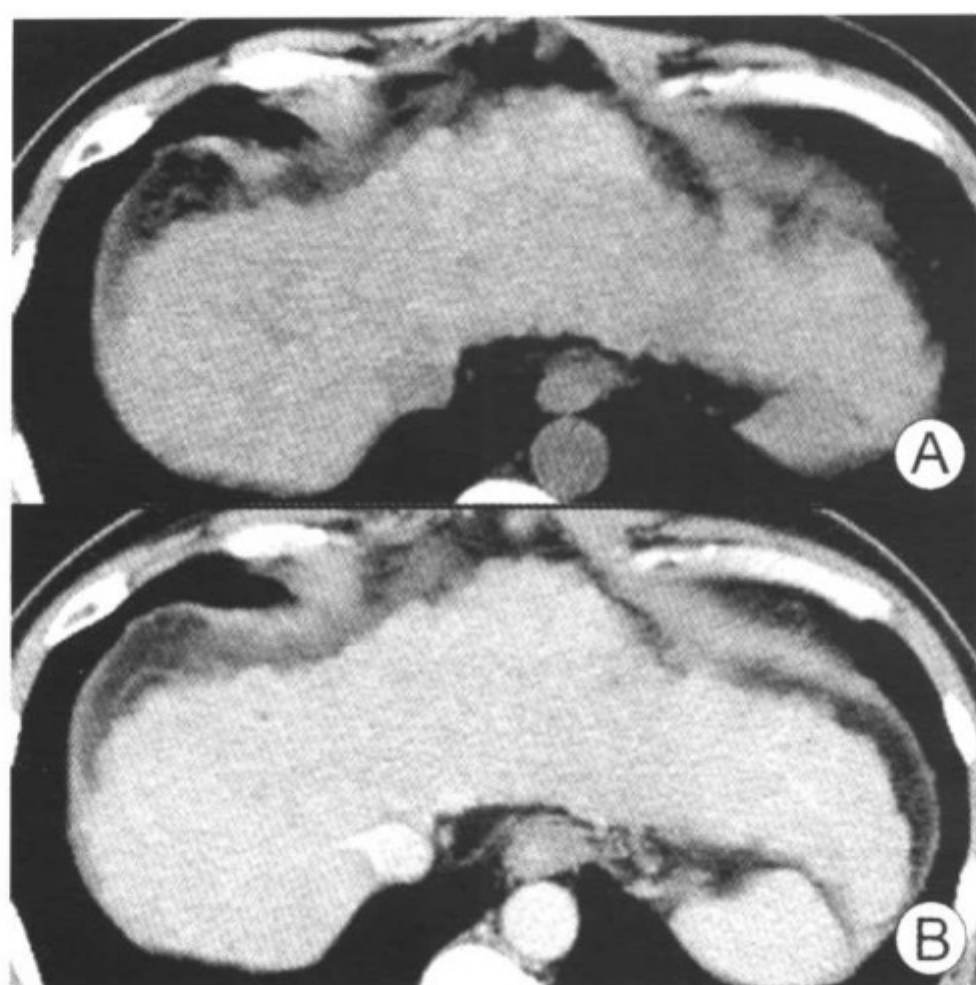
图 A 非增强 CT 显示肝脏呈结节状不均匀密度，而慢性肝炎导致的再生结节呈高密度；图 B 增强 CT：再生结节显示不清
